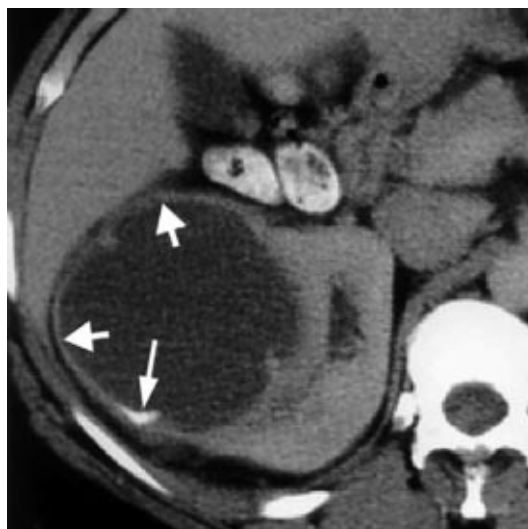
TAC: Quisto tipo III de Bosniak (quisto suspeito)
